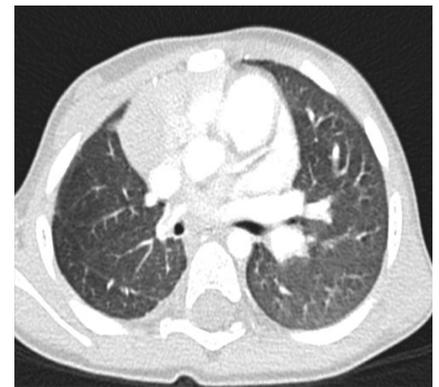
Гипоплазия легкого, КТ ОГП.
